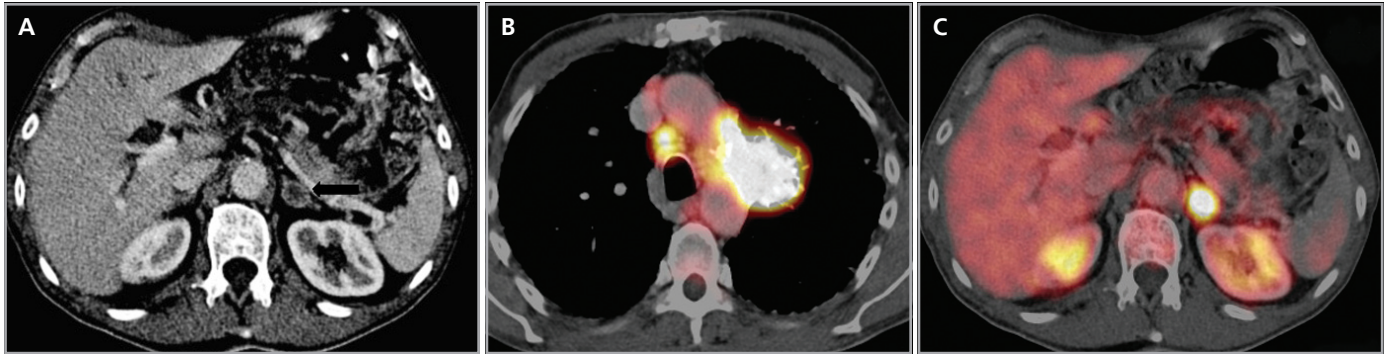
PET CT en Ca pulmonar. TC contrastada (a) se demuestra un nódulo suprarrenal izquierdo, inespecífico (flecha). En imágenes fusionadas de PET-TC a nivel del tórax (b) es visible una masa hipermetabólica en el lóbulo superior izquierdo y adenopatía de similares características en la región paratraqueal derecha. En imágenes fusionadas a nivel de la glándula suprarrenal (c), se demuestra que el nódulo descrito es también de carácter hipermetabólico, hallazgo consistente con compromiso secundario.
